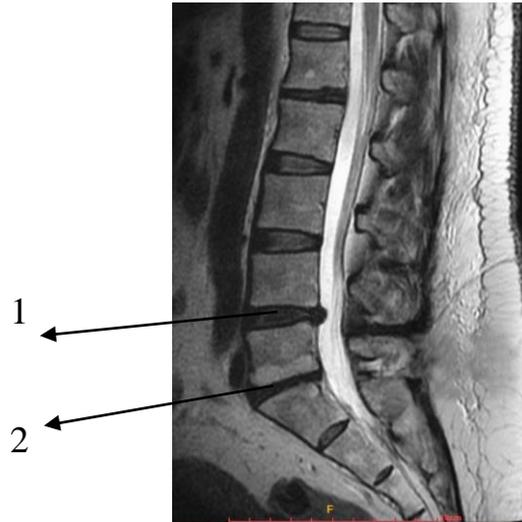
МРТ пояснично- крестцового отдела позвоночника больного Ф. в отдаленном послеоперационном периоде через 2 года после проведенного первичного лечения. Стрелками обозначены:
